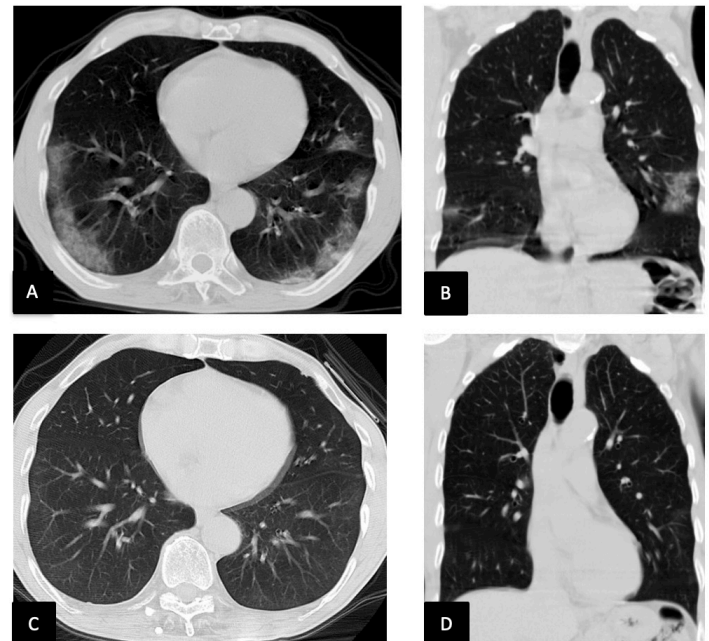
In a patient in the HCQ group, pre-treatment thorax CT (total score = 6) images show the association of peripherally located ground glass opacity and consolidation in both lungs (A, B). In the post-treatment images of the same patient (total score = 2), weak ground-glass opacities are observed in sections passing through the same level (C, D).
